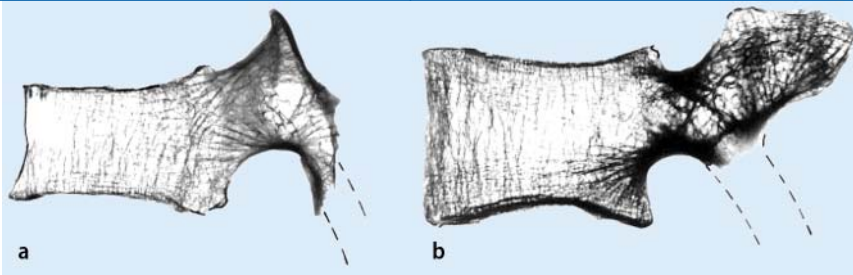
b ▲ Schräg vertikale Schnitte durch Brust- und Lendenwirbel; Kontaktradiographie von 2 mm dicken Schnitten. Die spitzbogenartige Anordnung der Spongiosa und die Konzentration der Kortikalis auf den Umfang der Pedikel weisen auf eine hohe Biegebeanspruchung hin. a 10. Brustwirbel, b 3. Lendenwirbel
